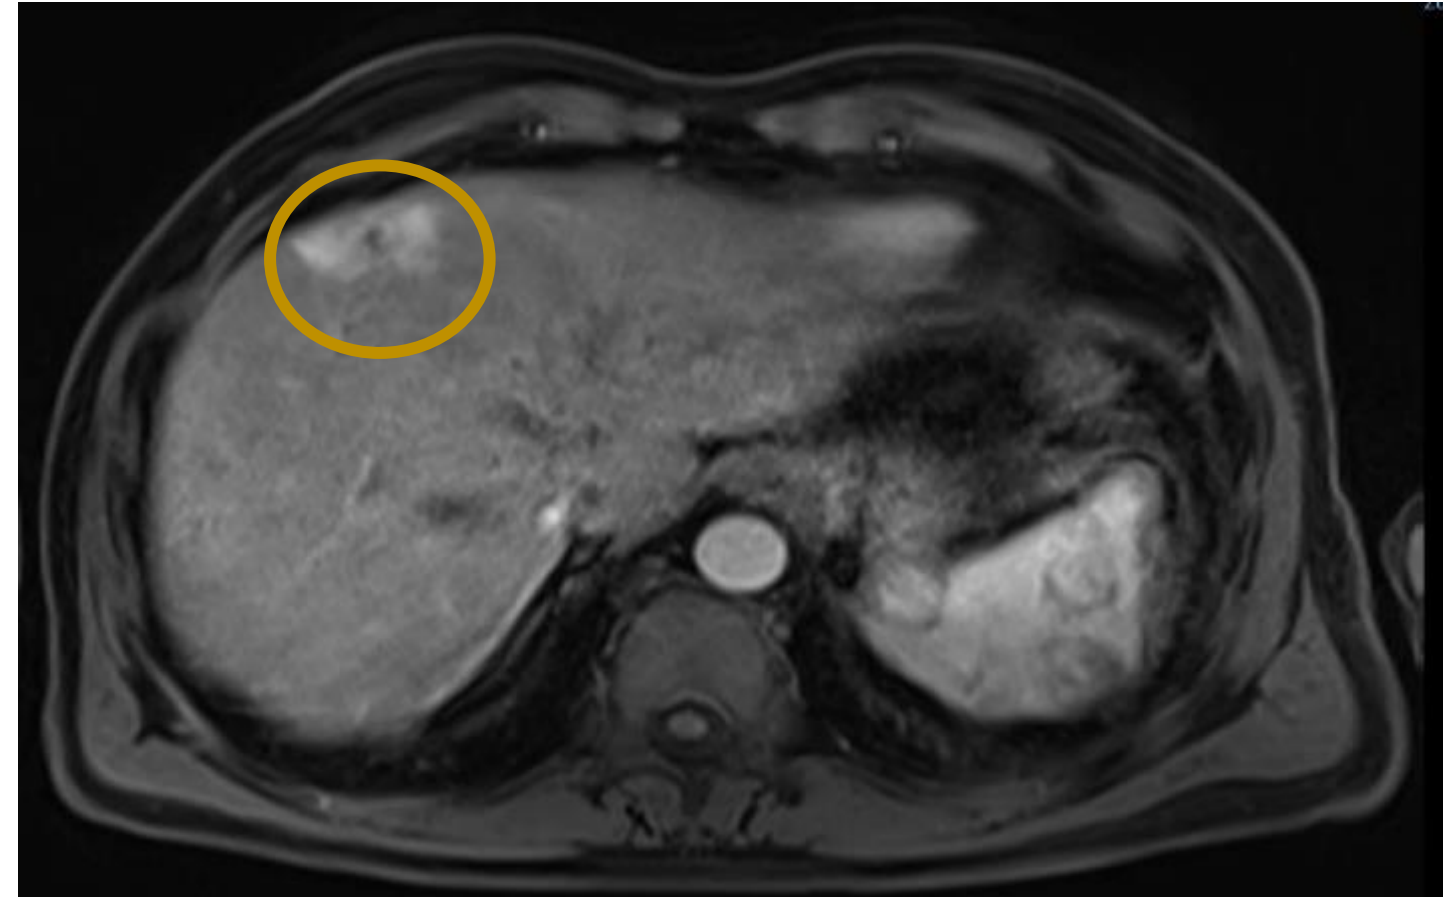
RM: dos lesiones confluentes de unos 42 mm en su totalidad en segmento Iva.
